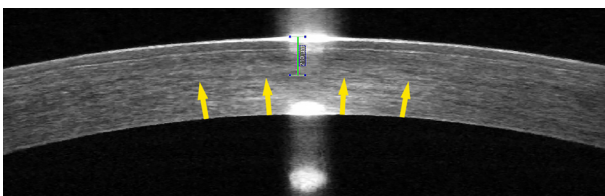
Anterior segment optical coherence tomography 6 months postoperatively. Hyper-reflection line is seen faintly (arrows). The depth of demarcation line was 210 μ m (green line).
